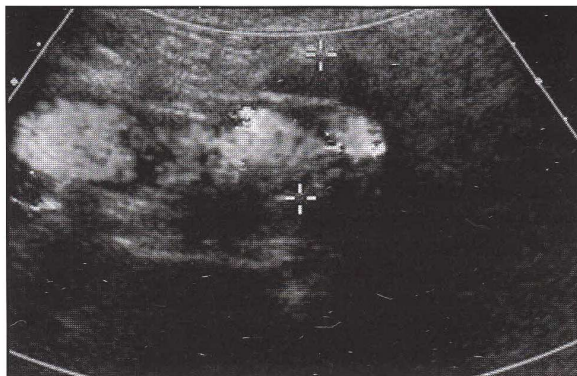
Al controllo con Ecocolordoppler ben visibili l'endoprotesi con flusso normale e l'aneurisma iliaco escluso
